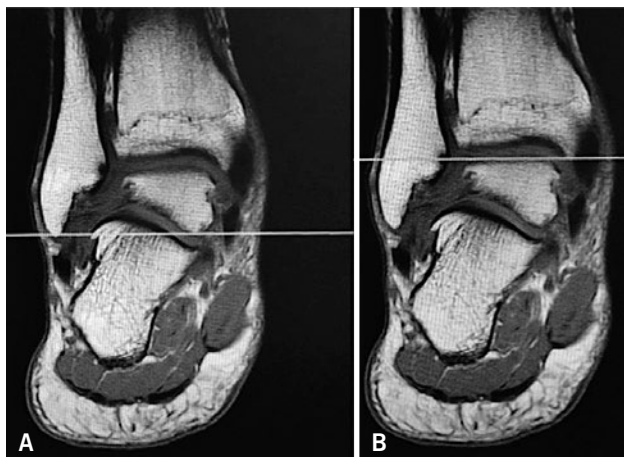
Evaluación de Resonancia Nuclear Magnética en un corte coronal del ápex fibular y su medición hacia cefálico para determinar la distancia a 1cm, 1.5cm y 2cm
